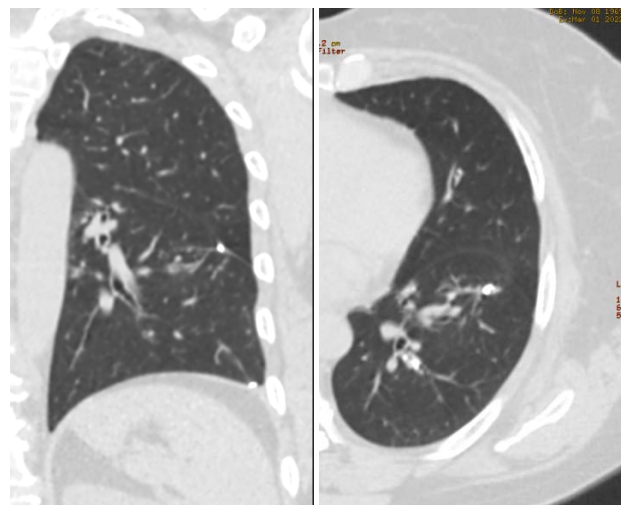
КТ через 10 месяцев после операции
